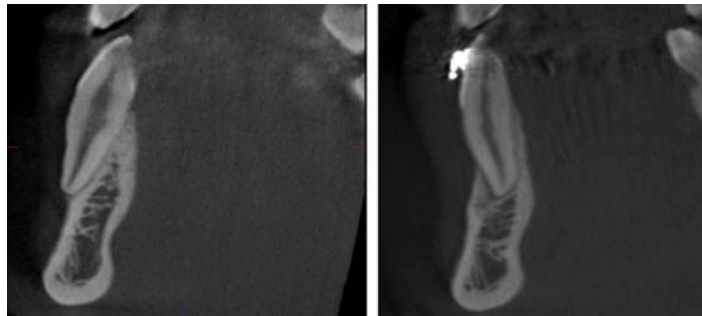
Tomografía tomada después de reposicionar el canino.
